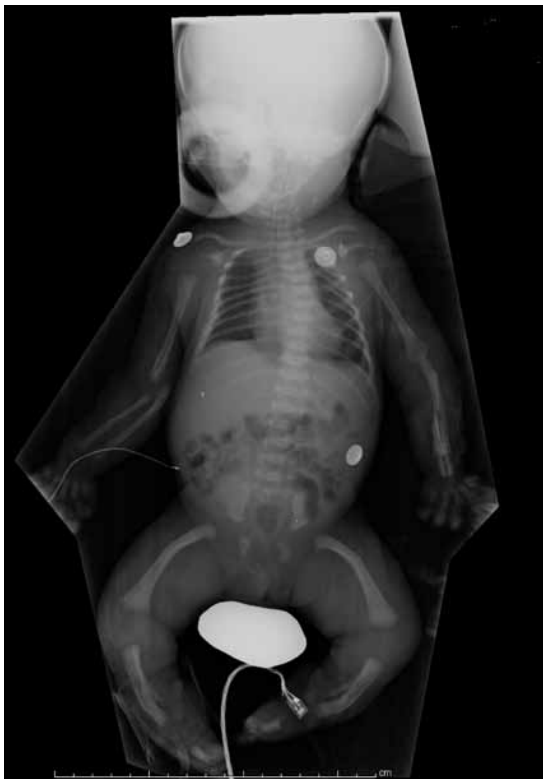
Radiografía A-P corporal total. Se evidencia un tórax pequeño, con forma de campana, luxación de las cabezas radiales, hipoplasia de los huesos púbicos, luxación de ambas caderas, arqueamiento de huesos largos en miembros inferiores (fémures y tibias) e hipoplasia de perones.
